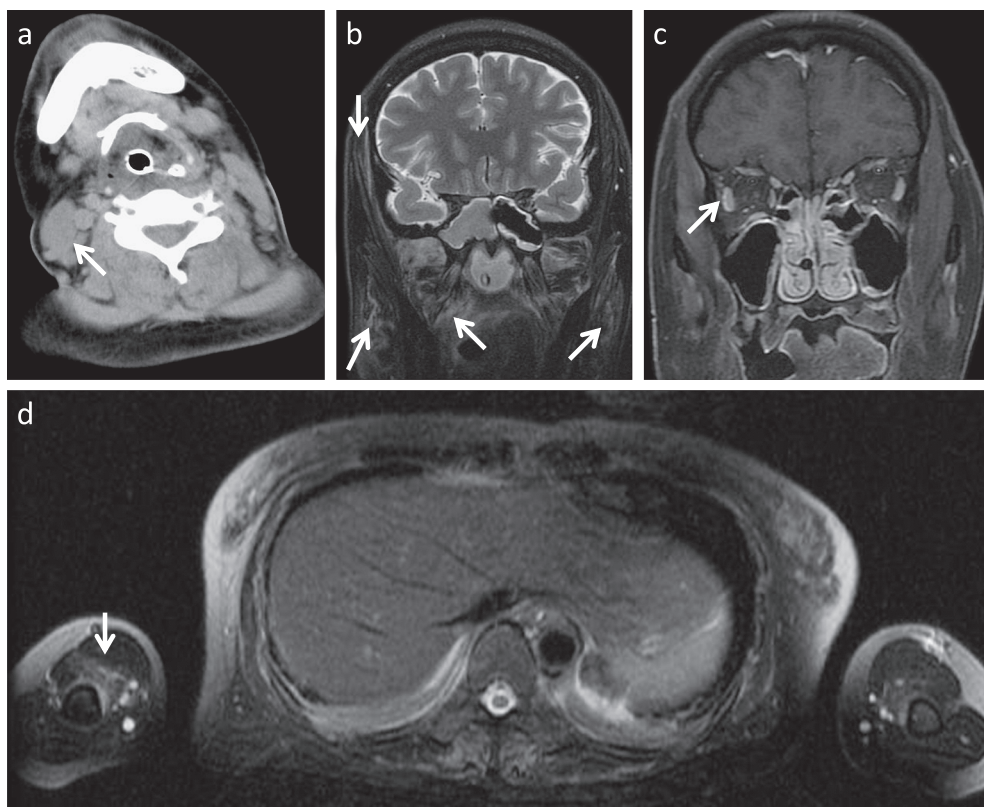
CT and MRI images on admission.
